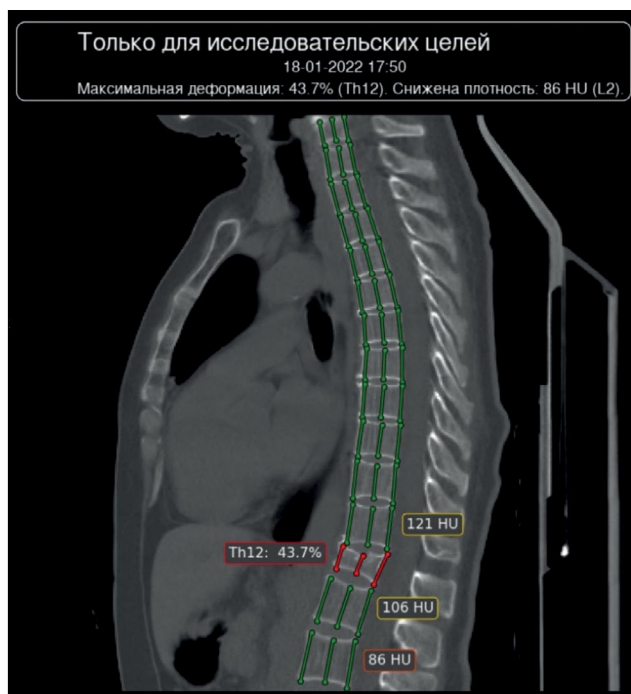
Пример работы сервиса Genant-IRA: дополнительная криволинейная реконструированная серия компьютерного томографического исследования с разметкой целевой патологии — компрессионного перелома тела позвонка ThXII.
